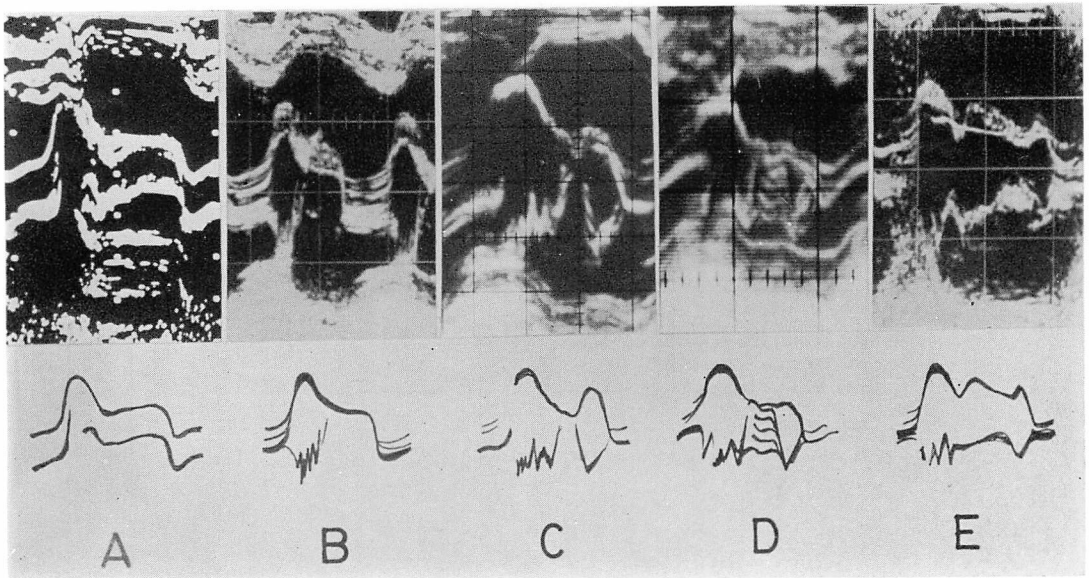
M-mode echocardiographic patterns of the posterior mitral leaflet with ruptured chordae tendineae during diastole.
